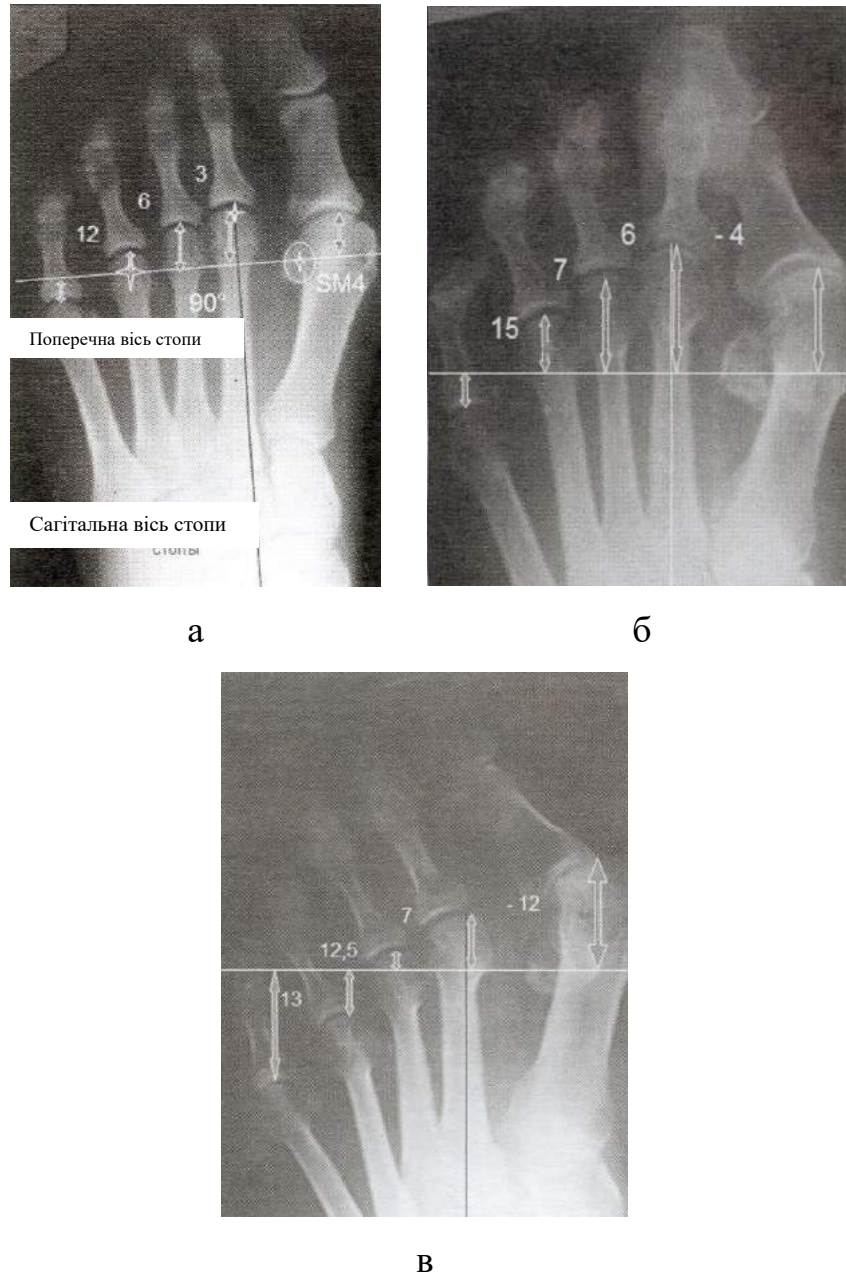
Фотовідбитки рентгенограм переднього відділу стоп: а) з нормальними параметрами критеріїв Маестро; б) з надмірно довгими II-V плесновими кістками; в) з зайве короткими II-IV плесновими кістками.
